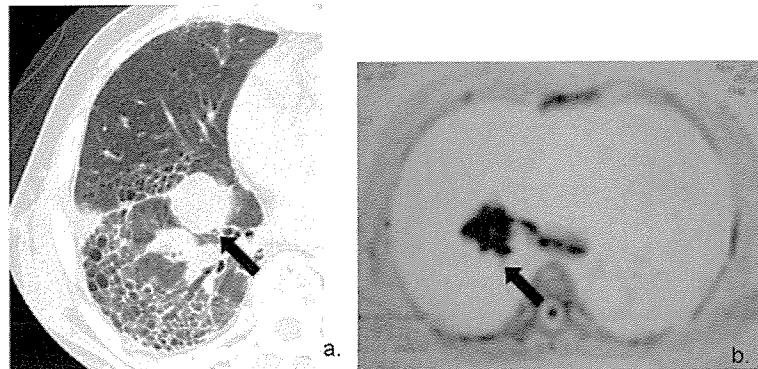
症例1 81歳 男性 (IPF/UIP合併小細胞癌) a) 胸部HRCT, b) 胸部MRI (DWI). 矢印は病変部を示す.
